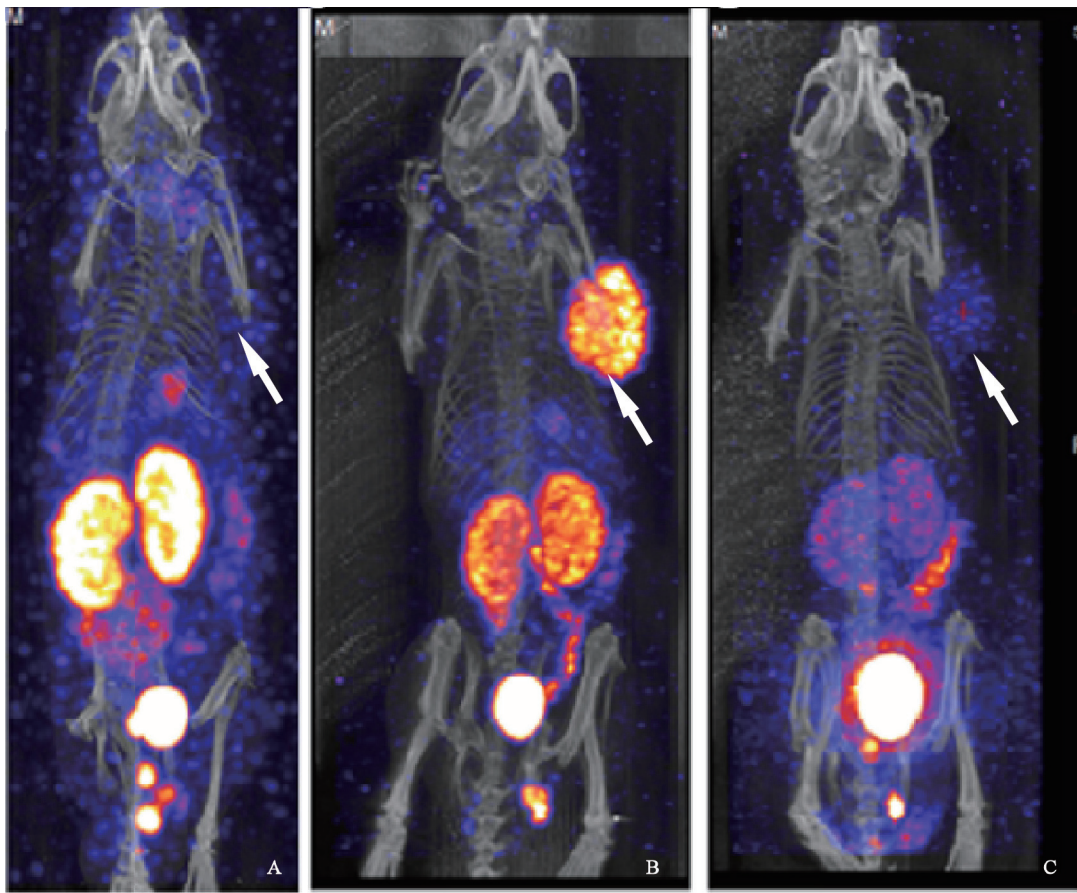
<sup>99m</sup>Tc-HYNIC-Glu-Urea-A SPECT/CT显像2 h (箭头示肿瘤位置)
